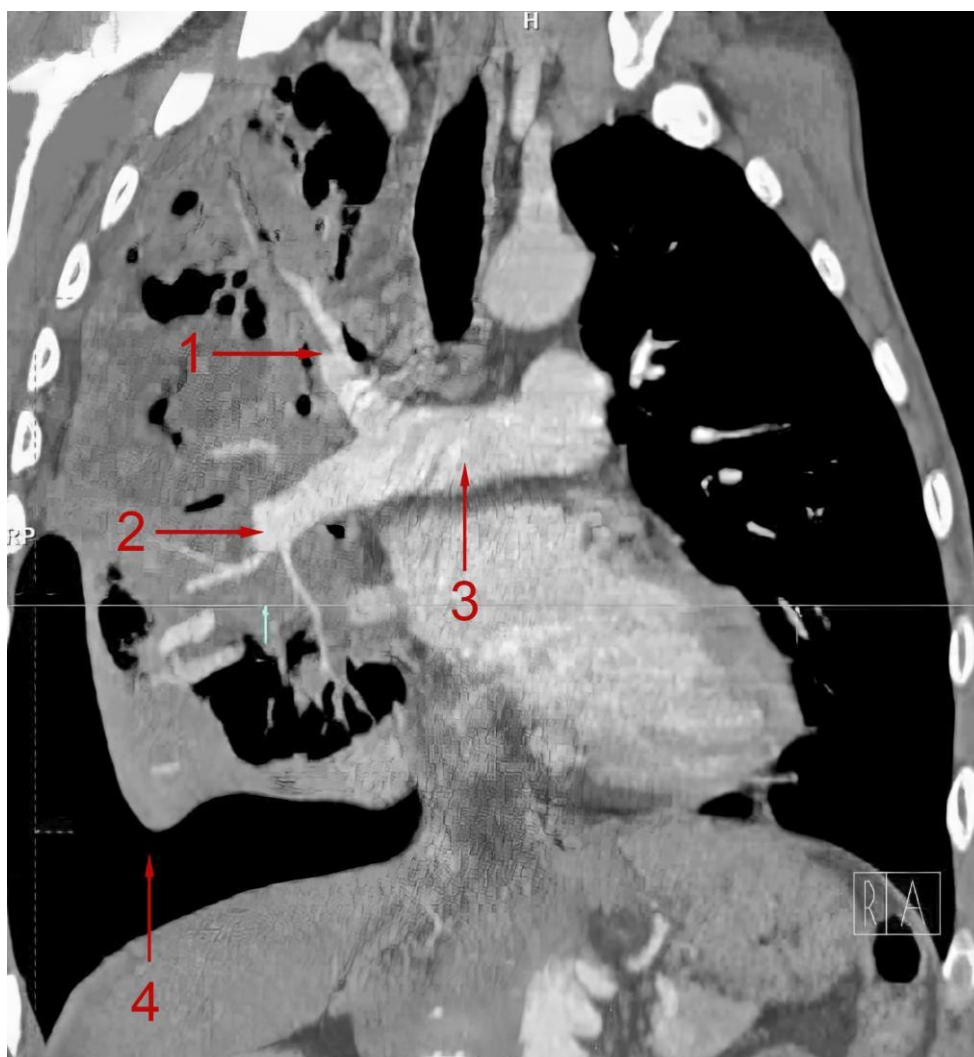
МСКТ-ангиограмма. Гангрена правого легкого, эмпиема плевры, легочно-плевральное кровотечение ПА степени. 1 – деструкция (аррозия) переднего и 2 – межсусточного артериальных стволов с острым тромбозом. 3 – правая легочная артерия. 4 – гидропневмоторакс (эмпиема плевры). (Фото из архива кафедры)
